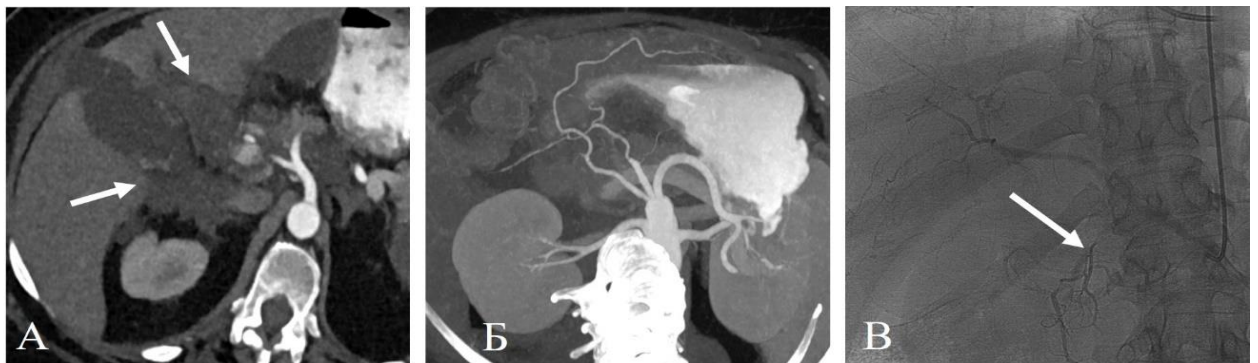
Пациентка 54 лет, поражение печени при раке поперечной ободочной кишки. КТ в артериальную фазу через 14 суток после ТЛЛНМ (А) демонстрирует выпот в парапанкреатической клетчатке и сальниковой сумке (стрелки) на фоне отечной паренхимы головки поджелудочной железы. МIP-реконструкция (Б): проходимость магистральных артерий в зоне ТЛЛНМ не нарушена. Контрольная ангиография во время ТЛЛНМ (В) демонстрирует нормальное контрастирование в бассейне левой желудочной артерии (стрелка)
